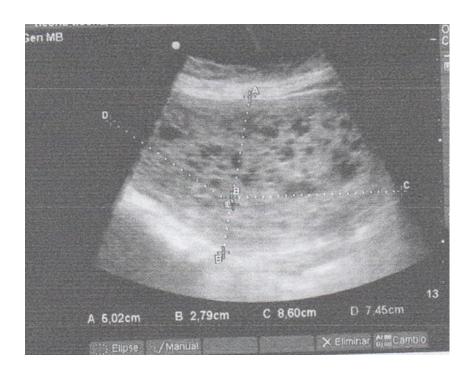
Ecografía de caso clínico
